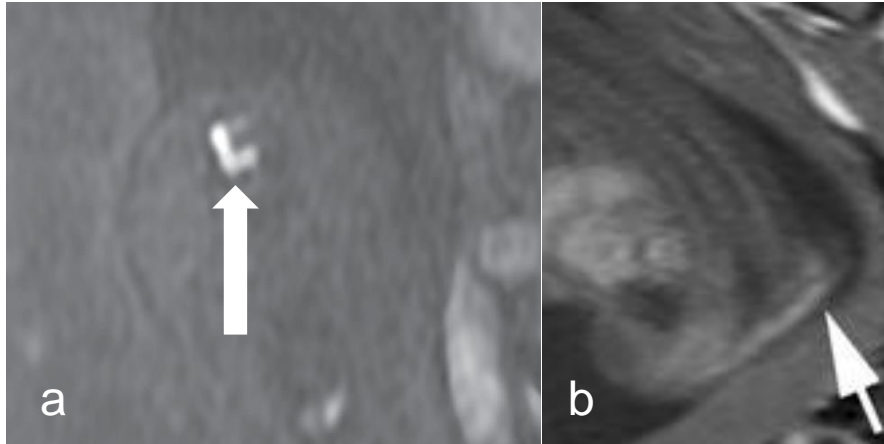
Deux exemples (8,48) de DAN IRM d'une lipomyéломéningocèle avec hypersignal T1 (flèches) à 21 SA (a) et 27 SA (b) visible au sein de la lésion.
